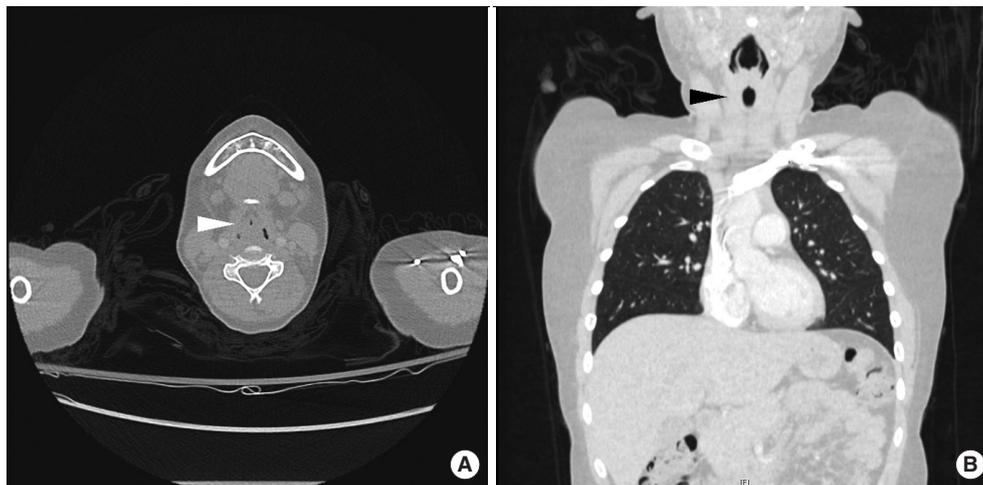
Contrast enhanced computed tomography (CT) was performed to evaluate anatomical abnormality of the airway, the narrowing of upper airway at vocal cords level was observed. Otherwise, there was no focal lesion in both lungs, trachea and bronchi in this CT. (A) Axial view of the CT image, the airway was significantly narrowed (white arrowhead). (B) Correlated thin space between vocal cords (black arrowhead) was observed in coronal view of the CT image.
